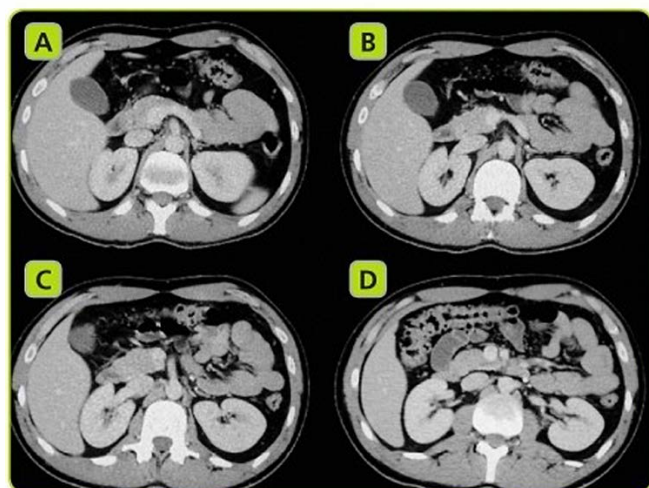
Sezioni tomografiche che mostrano l'ubicazione retroperitoneale dei reni, nonché le loro principali relazioni anatomiche con il resto delle strutture addominali.
